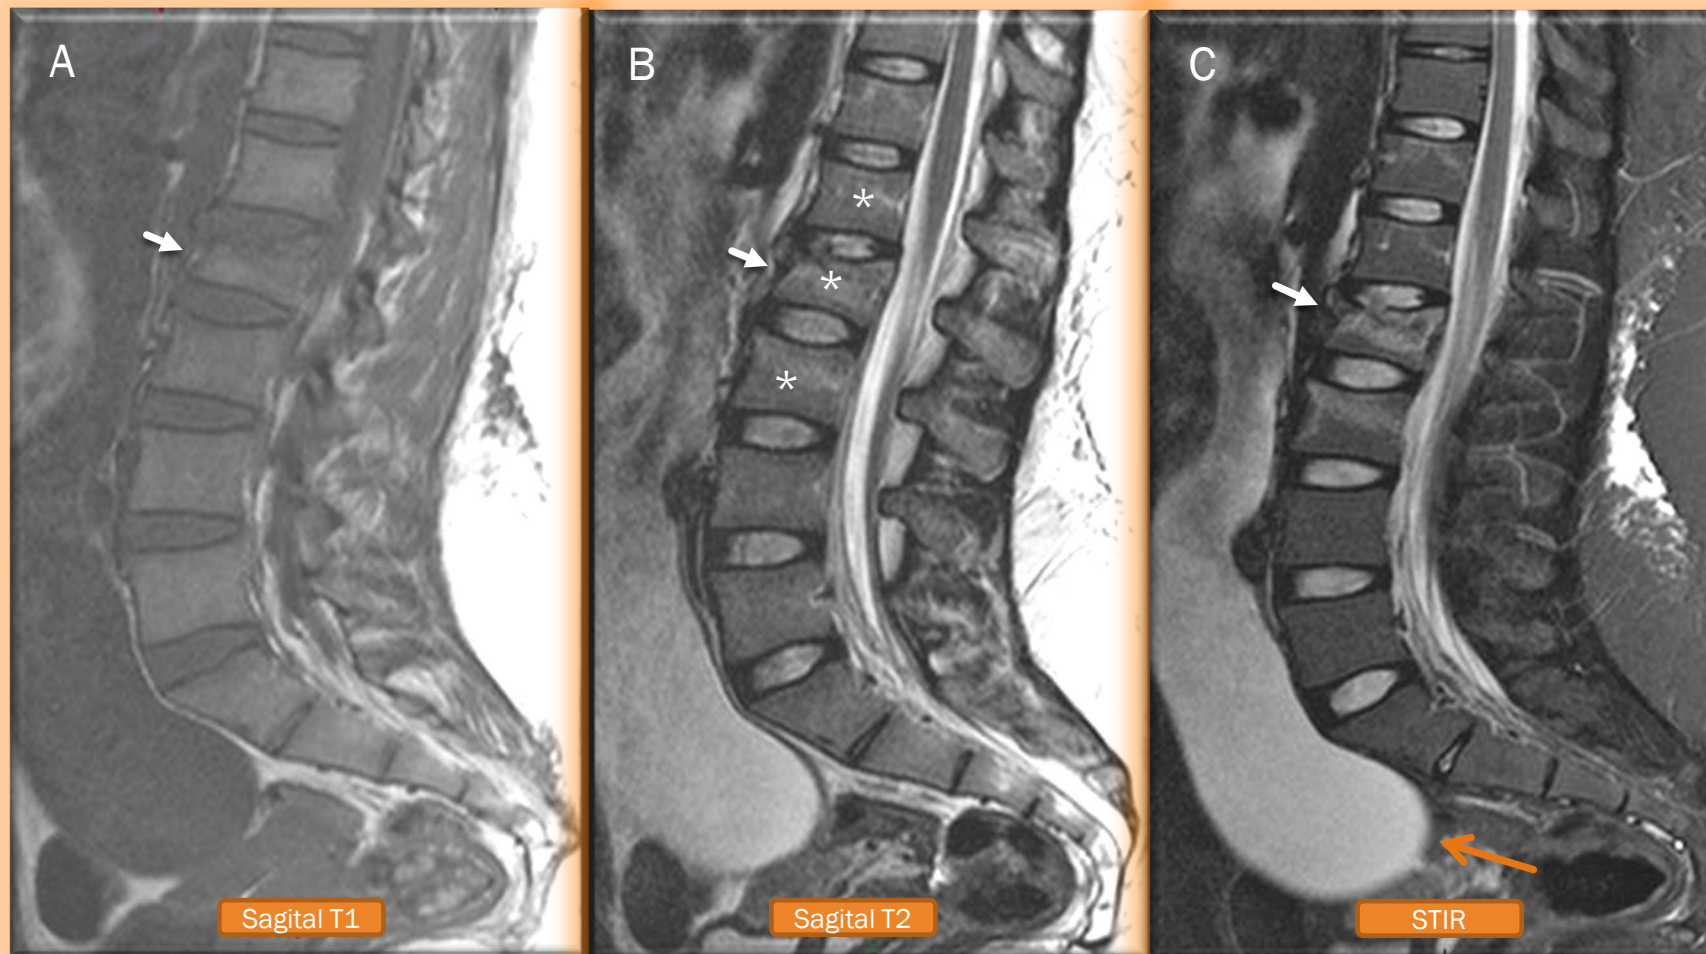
RM de columna lumbar sagital (A) T1, (B) T2, (C) STIR fractura del cuerpo vertebral L2 (flecha blanca) con disminución de altura del muro anterior y leve retropulsión del muro posterior hacia el canal espinal, los cuerpos vertebrales adyacentes L1 L3 y D12 (asteriscos), presentan sutil cambio de señal en relación a edema, con altura conservada, sin signos de fractura . También se reconoce liquido libre en moderada/severa cantidad en los sectores visibles del retroperitoneo (flecha naranja).
